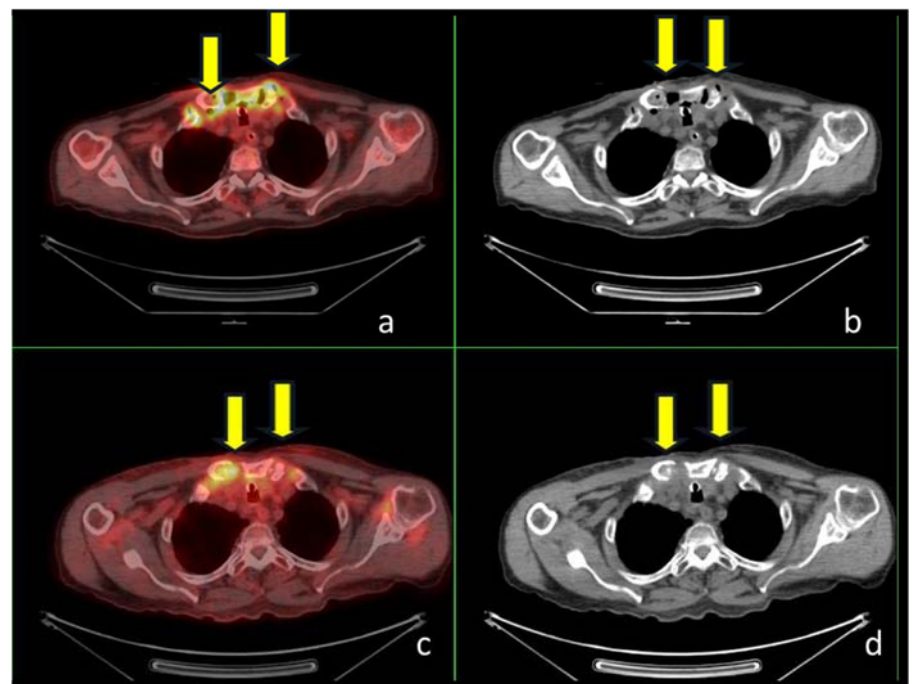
Axial CT and fusion slices of PET/CT at the level of upper mediastinum before treatment. There was high metabolic activity and air density related to NF in the upper mediastinum (arrow) and increased FDG uptake on fusion sternum and sternoclavicular joints suggestive of osteomyelitis (a,b).
